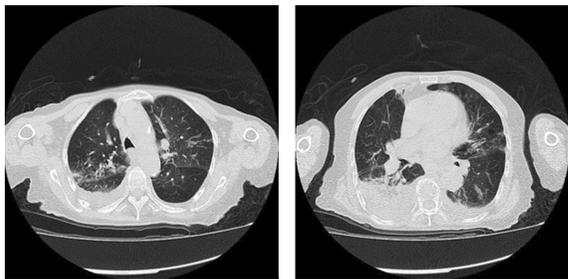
2019 年 1 月 25 日入院时 CT 影像结果
